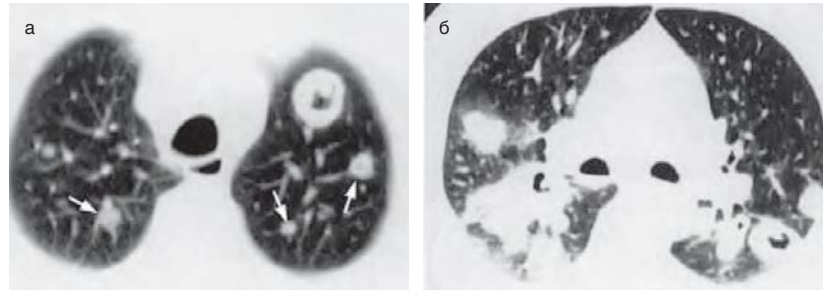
На комп'ютерній томограмі ОГК в обох легенях – вузлуваті вогнища консолидації без порожнини і з порожниною
